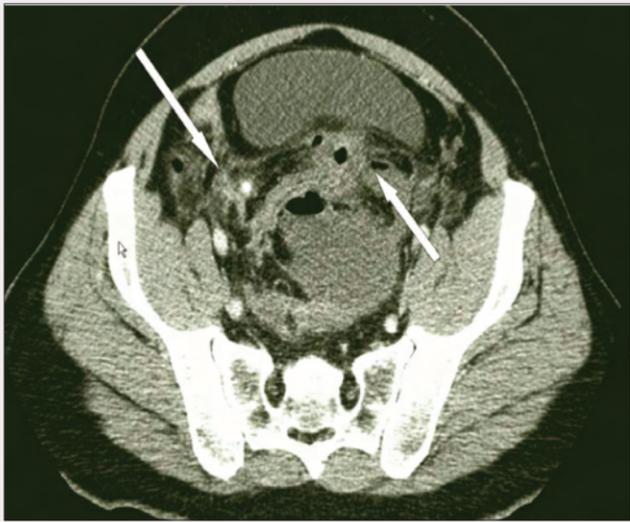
Компьютерная томография органов брюшной полости на уровне таза. На срезе видны некротизированный аппендикс с копролитом (длинная стрелка) и перфорация передней стенки прямой кишки (короткая стрелка)
